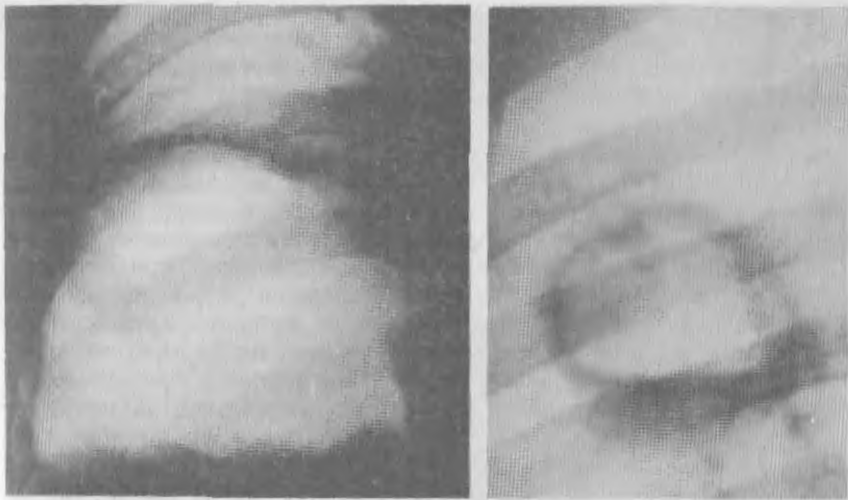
Левая боковая томограмма. Доказанный оперативно эндобронхиально распространяющийся рак легкого, неотличимый от разветвленной ретенционной кисты.
